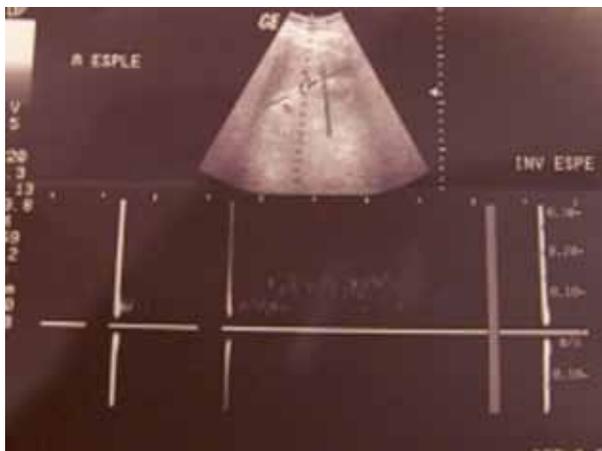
Mesotelioma papilar bien diferenciado. Ecosonograma Doppler portal.
